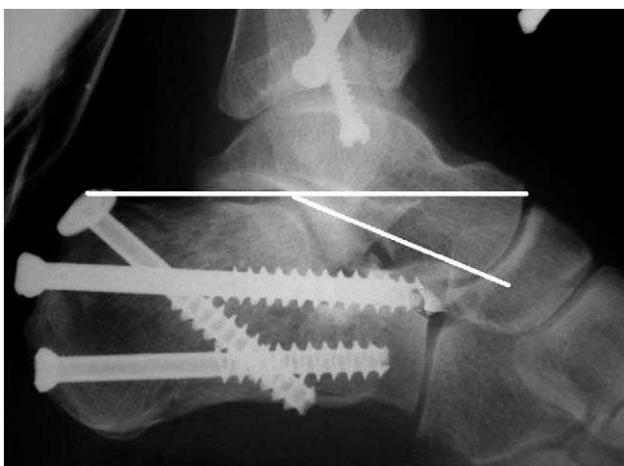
Рентгенограммы пяточной кости после оперативного лечения (боковая и аксиальная проекции).
